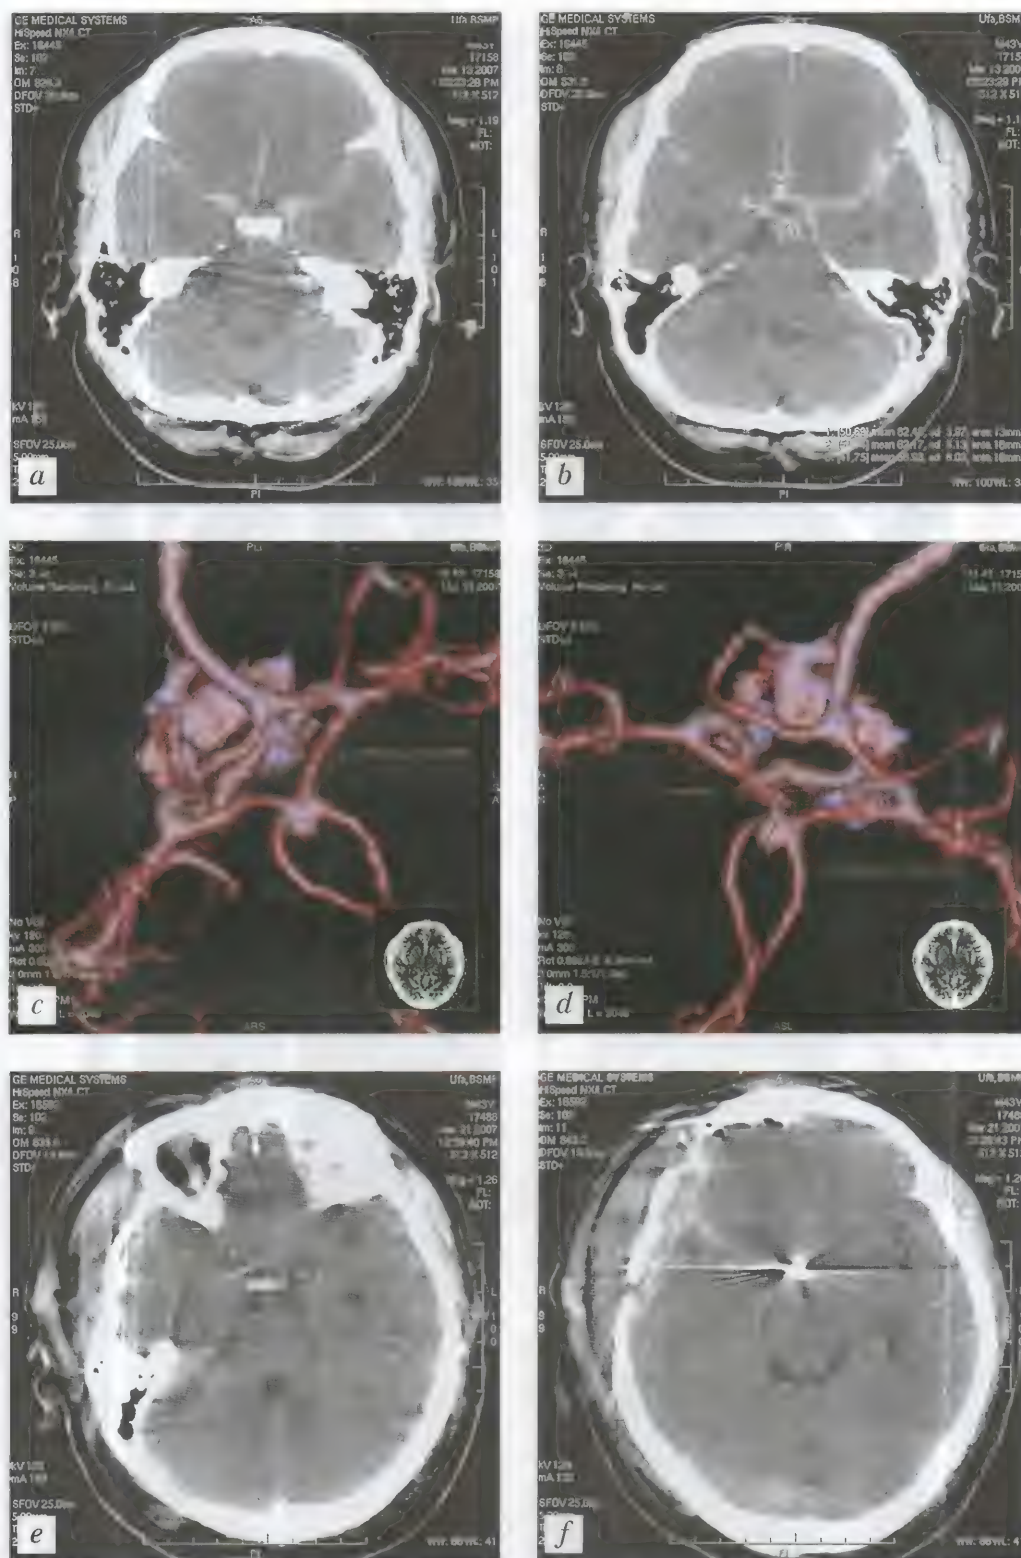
Больной К., 49 лет. Массивное субарахноидальное кровоизлияние. Разрыв аневризмы передней соединительной артерии. КТ (неконтрастная) — *a, b*; СКА — *c, d*. Контроль после оперативного лечения (клипирование аневризмы): КТ — *e, f*
